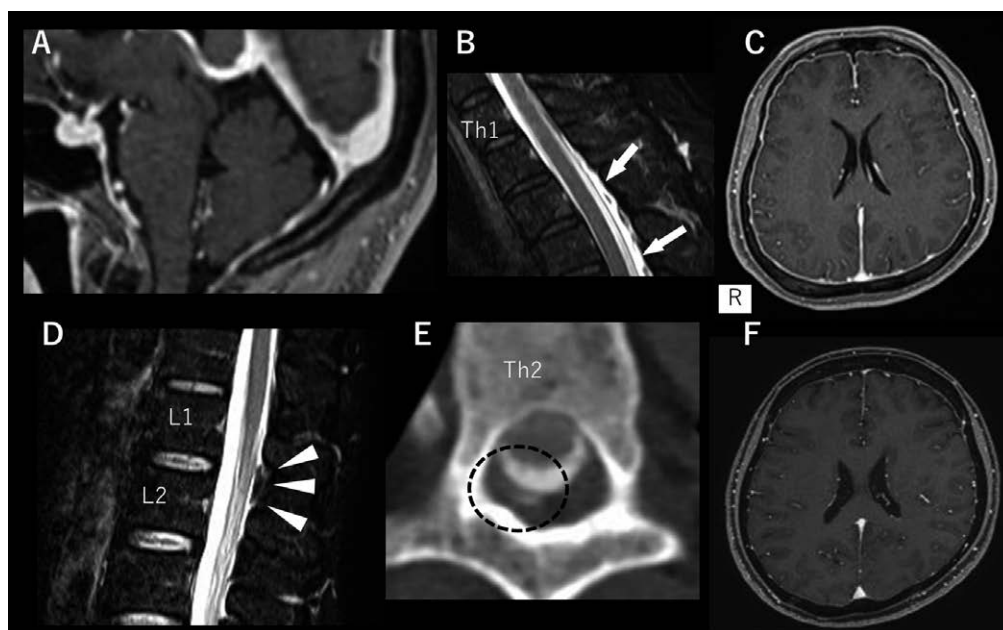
MRI of the brain and spine, and CT myelography.
